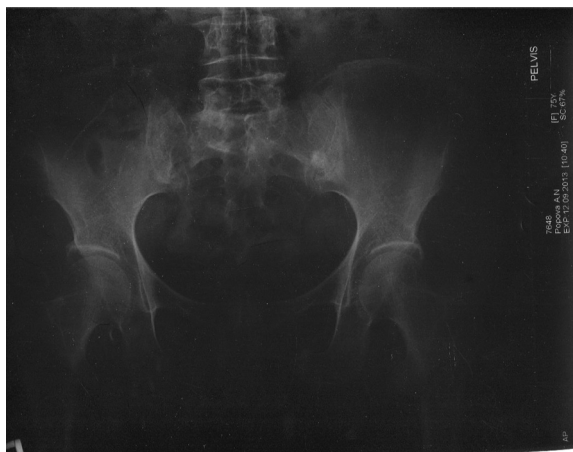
Рентгенография таза: 2-х сторонний сакроилеит 2-3 ст.
